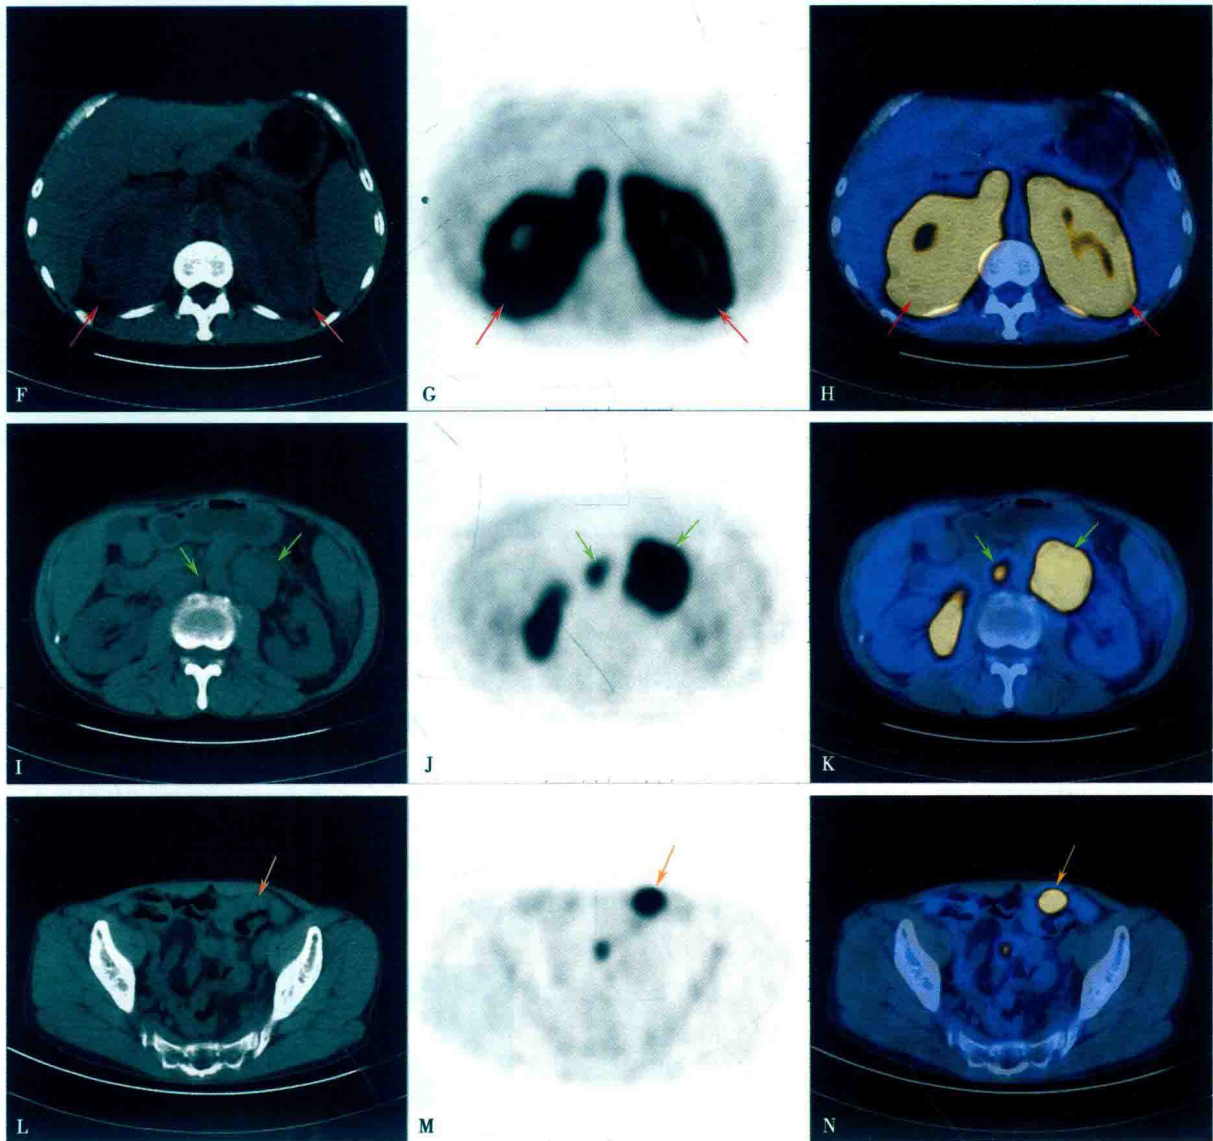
肾上腺继发性弥漫大 B 细胞淋巴瘤 ¹⁸F-FDG PET/CT 图像
